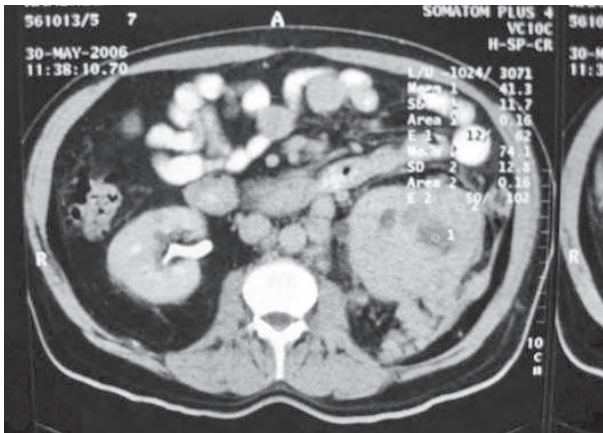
Tomografía axial computarizada en la cual se observa una masa renal izquierda, heterodensa, que invade la fascia de Gerota, con linfadenopatía local, revelando el origen del tumor primario.
